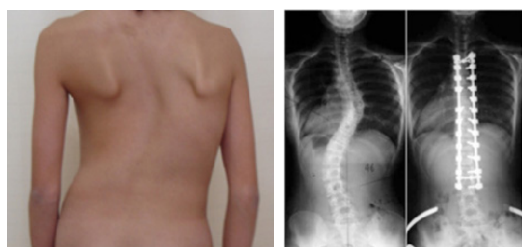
(左)側彎症患者; (右)矯正外科手術後の患者のX線写真
